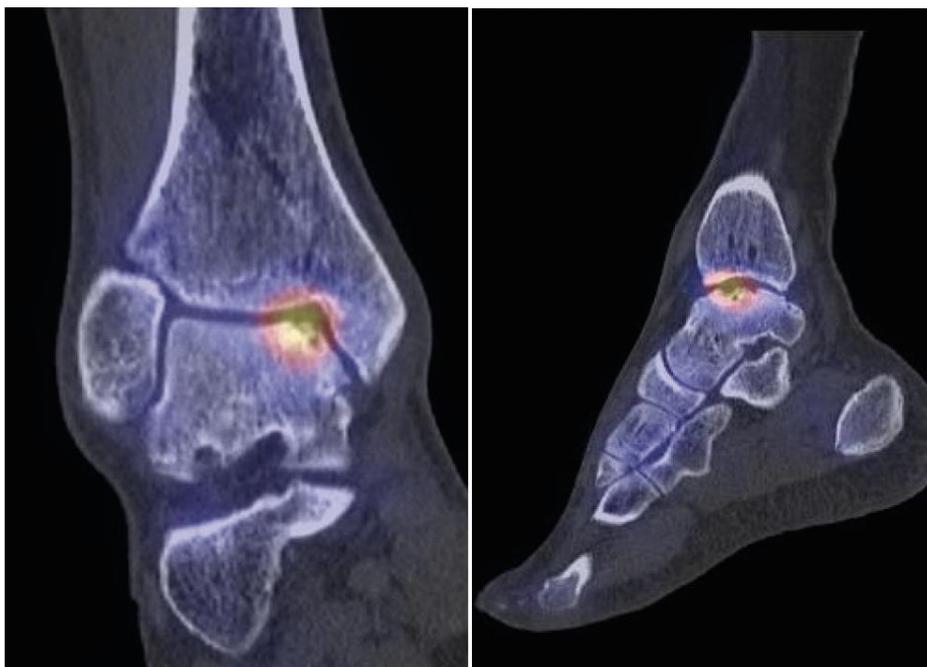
SPECT/CT mit osteochondraler Läsion am Talus
